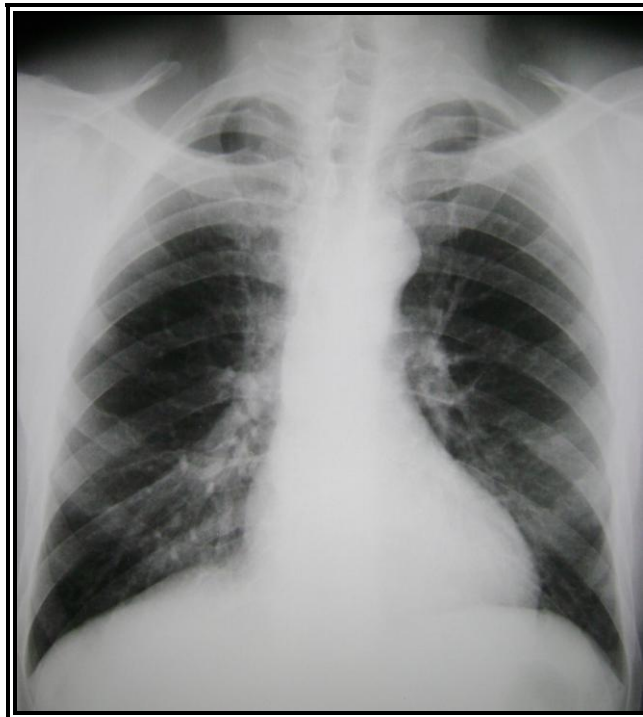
Absence d'anomalie pleuro-parenchymateuse évidente à la radiographie thoracique de face.
